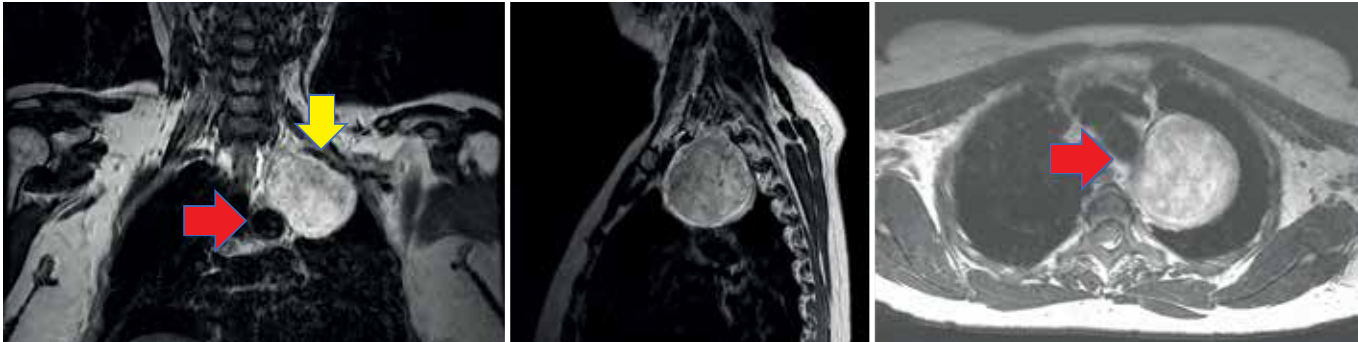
На МРТ снимках визуализируется невринома Th1 корешка с фораминальным и экстрафораминальным компонентами гигантских размеров, занимающая всю верхнюю грудную апертуру слева. Опухоль сдавливает дугу аорты (красная стрелка), подключичную артерию (желтая стрелка), верхнюю долю левого легкого
